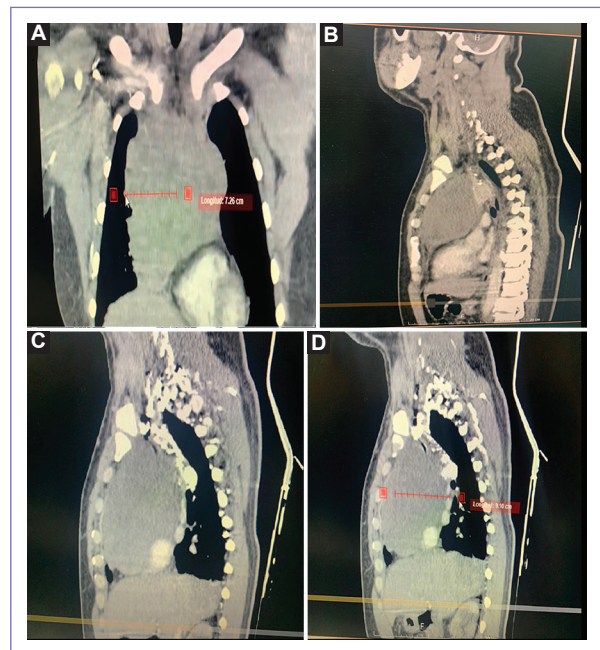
Tomografía axial computarizada de tórax. A: ventana mediastinal (reconstrucción coronal), tumor retroesternal de 7.26 cm. B-D: reconstrucción sagital, tumor retroesternal con 9.86 cm de longitud.
